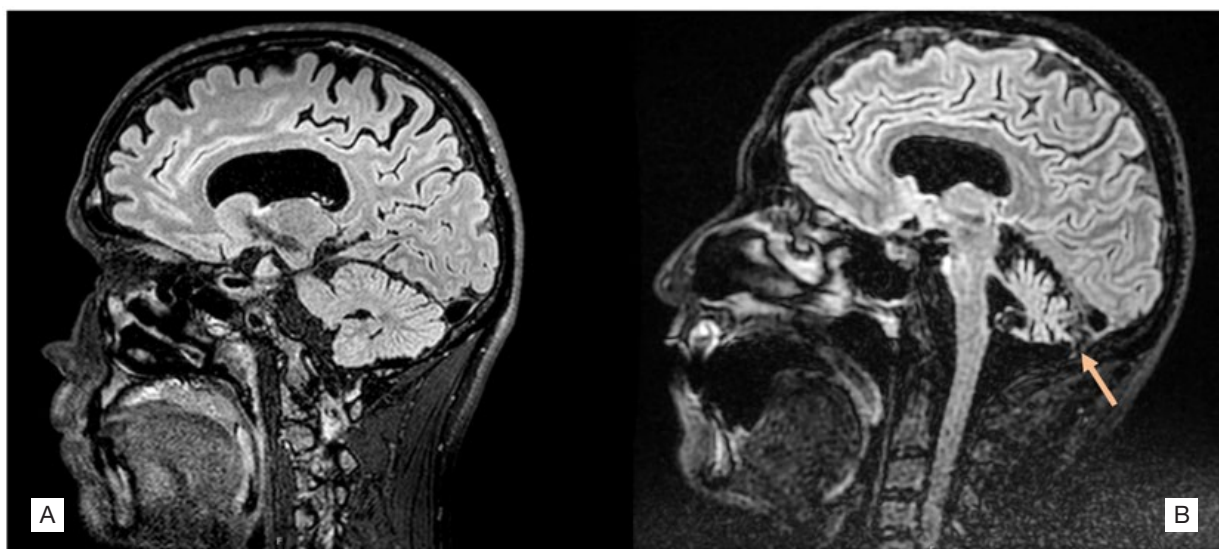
RM crânio-encefálica, cortes sagitais em ponderação T2-FLAIR em 2011 [A] e 2021 [B], a demonstrar evolução com atrofia marcada do cerebelo (seta).
